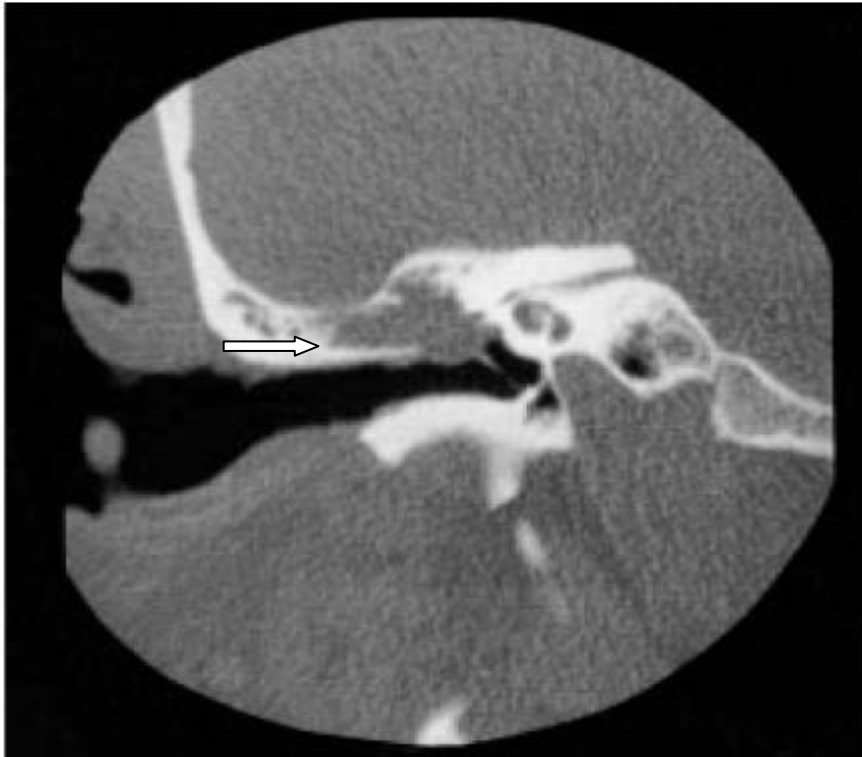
Cholestéatome récurrent sur oreille opérée en technique fermée. TDM en coupe coronale sur l'oreille droite (Iconographie Service d'ORL hôpital militaire Avicenne de Marrakech).
